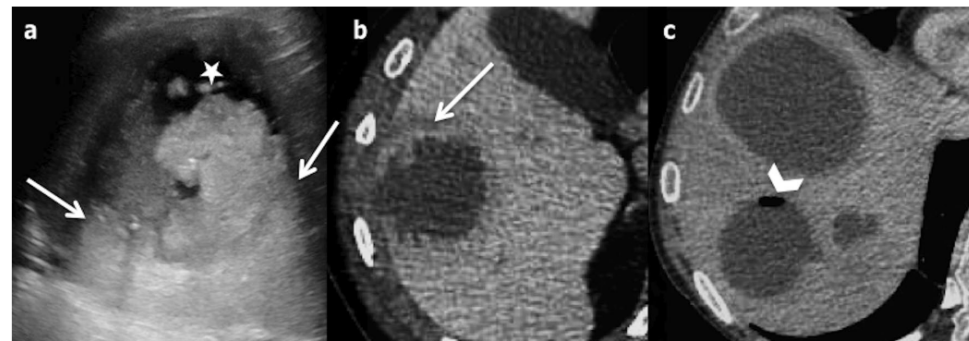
Hepatic pyogenic abscesses in a 49-year-old male. a Ultrasonography shows a large heterogeneous hypoechoic lesion, with anechoic parts (star) and increased through transmission (arrows) confirming its cystic nature. b and c Axial computed tomography on portal venous phase displays multiple abscesses appearing as cystic masses, with a specific sign: the double target (arrows). Note the bubble of gas in one of them (arrow-head)
